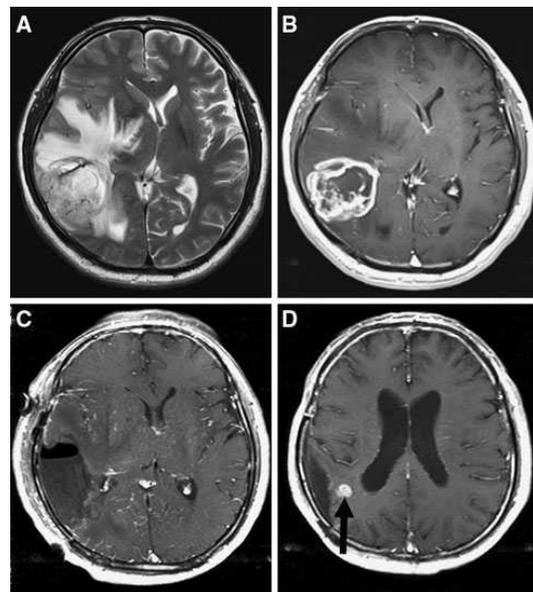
術前 MRI (A・B) では増強効果を示す腫瘍成分および周囲の浮腫を認め、術後 MRI (C) では残存腫瘍を指摘できない。6 ヶ月後 (D)、周囲浮腫からの再発を認めた。
